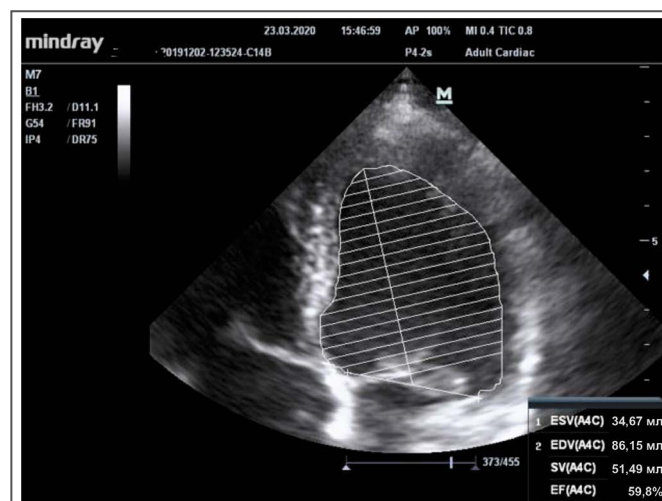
Эхокардиографическое исследование пациентки Д.Н. через 3 мес после начала лечения. Верхушечное 4-х камерное сечение (нормализация фракции выброса по Симпсону).
